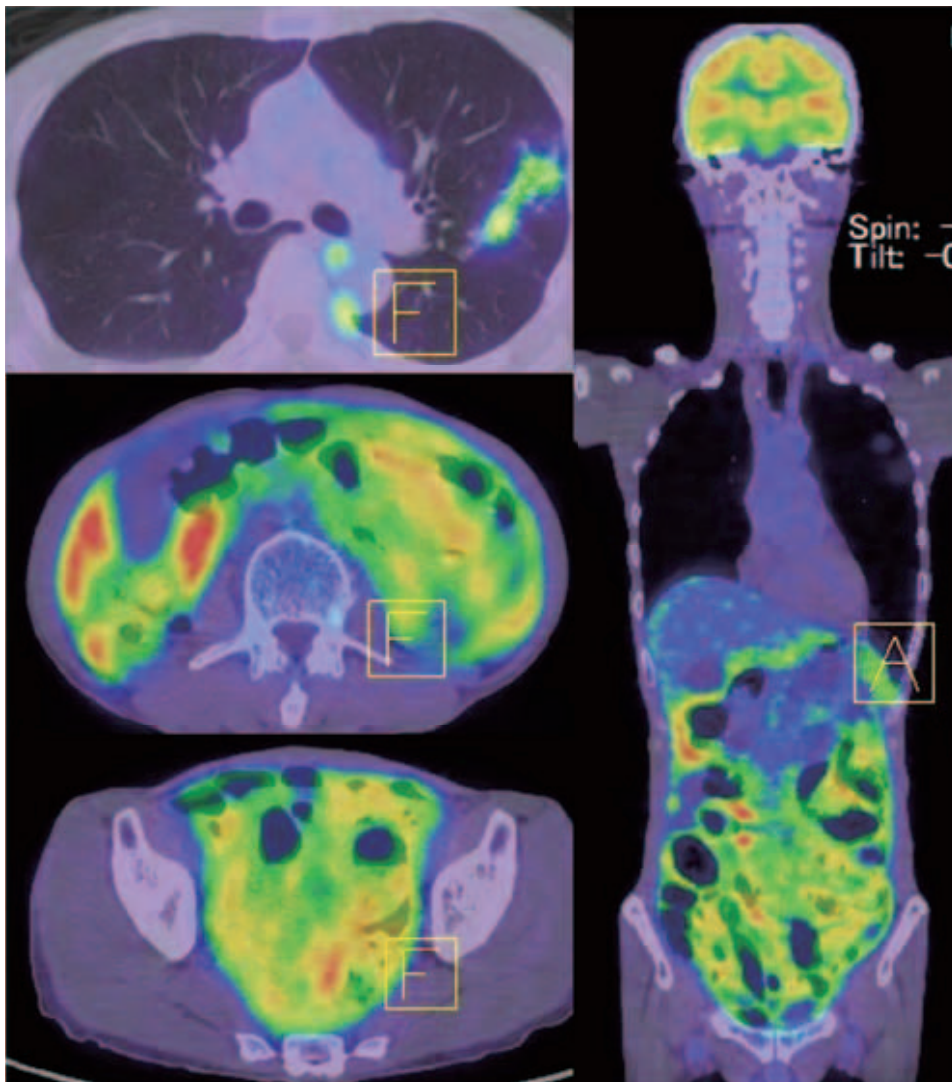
PET-CT: accumulation of FDG was seen in left upper lobe and entire peritoneal cavity.
